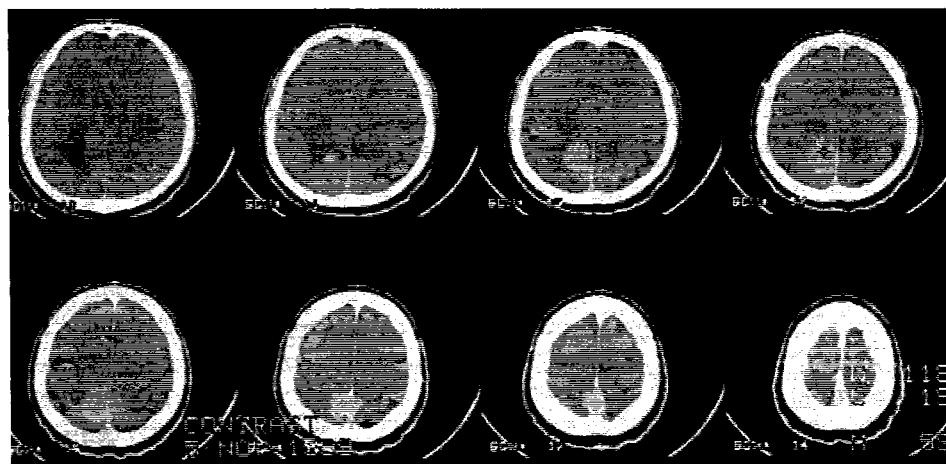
1. Aspect CT de meningiom de coasa creierului, treime posterioară
